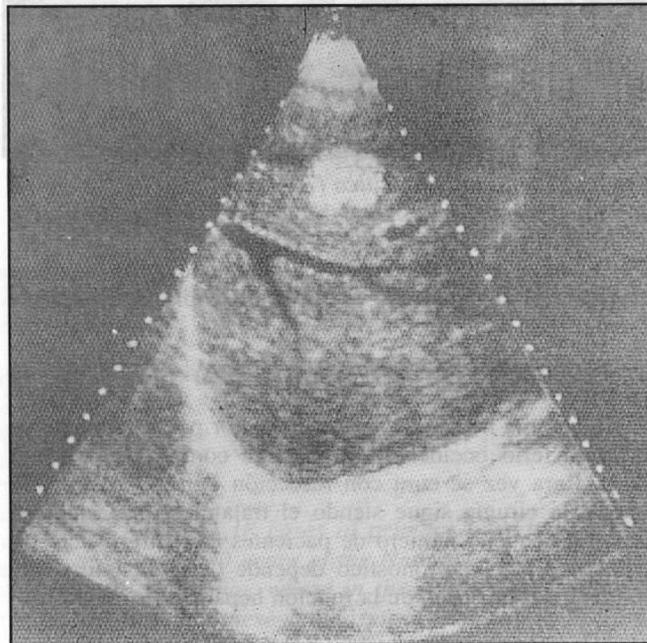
Ecografía hepática.
